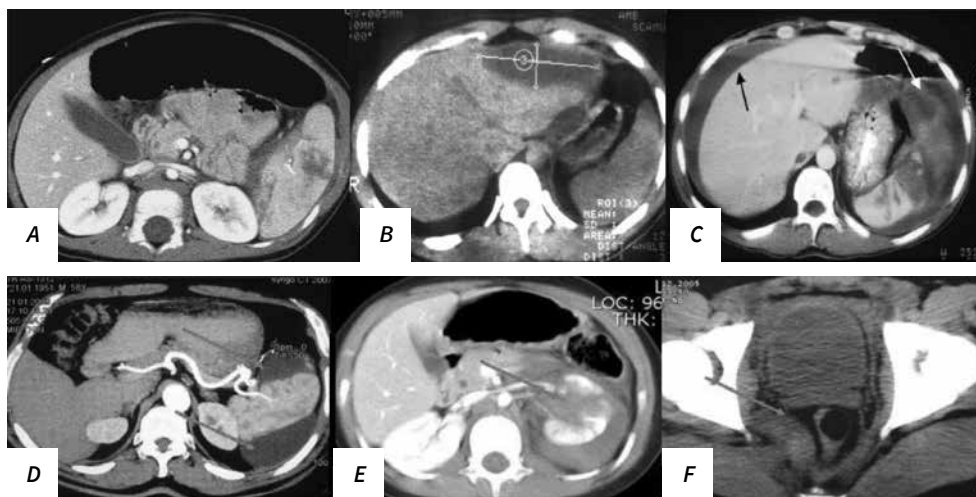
Rezultatele tomografice în vizualizarea leziunilor intraabdominale:
